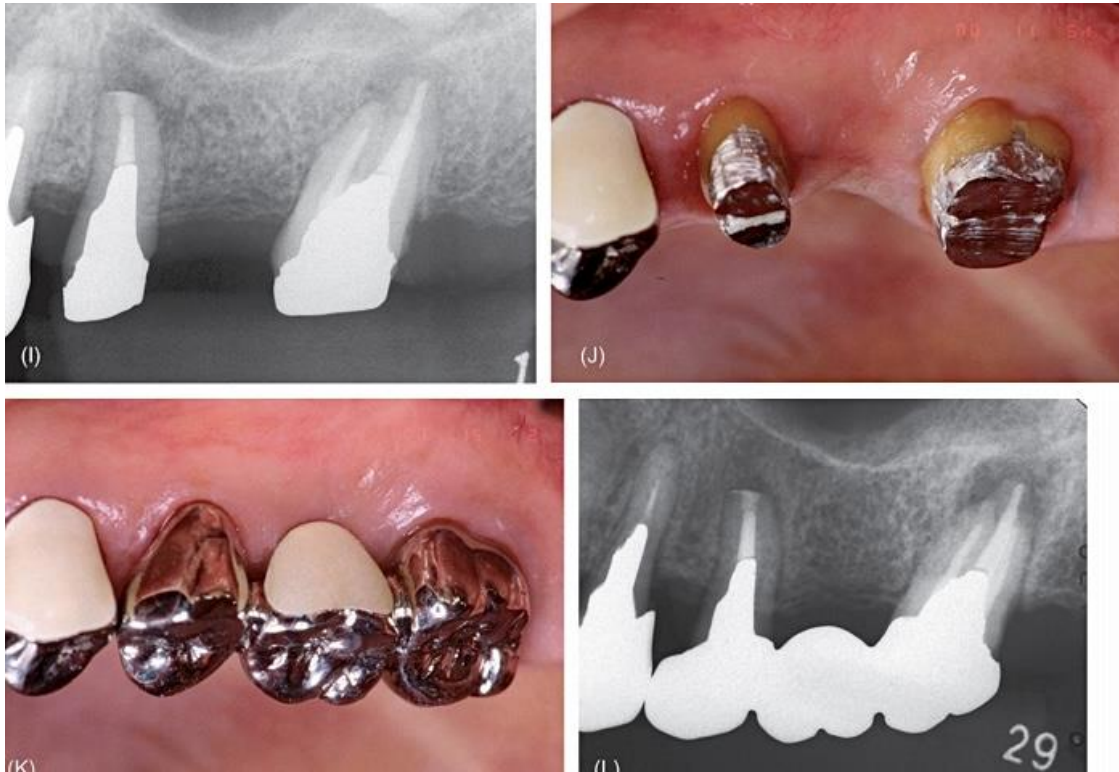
Continuación: I) Radiografía 3 meses después, la lesión apical ya ha disminuido. J) Vista clínica con el poste y el muñón en su lugar y antes de la restauración con un puente fijo. K) Vista clínica después de la restauración. L) Radiografía 1 año después. El diente reimplantado intencionalmente ha sanado, mientras que el molar que fue retratado endodónticamente ha desarrollado periodontitis nuevamente. (5)
